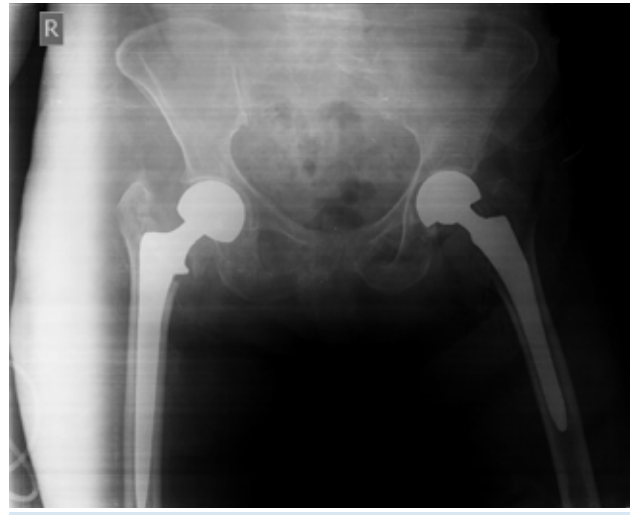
İlk ameliyat sonrası grafisi
